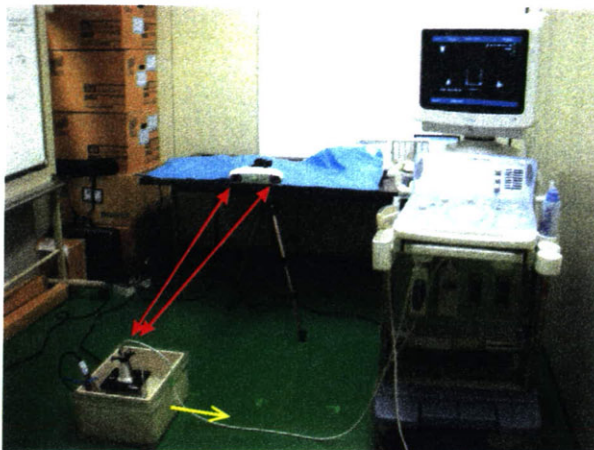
Situation of measuring ultrasound probe position using infrared light position detecting equipment.
